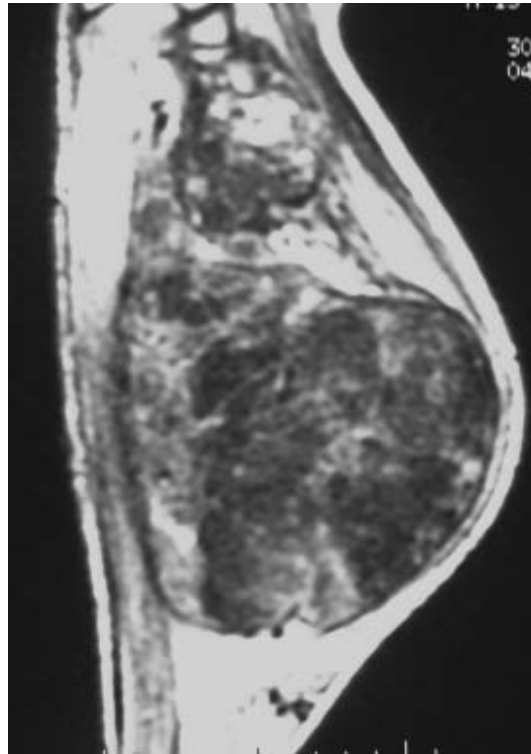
IRM d'un ostéosarcome de haut grade chez un garçon de 11 ans localisé au niveau de la cuisse, qui montre une lésion fémorale gauche agressive très étendue en hauteur avec envahissement des parties molles et de l'articulation fémoro-patellaire.
